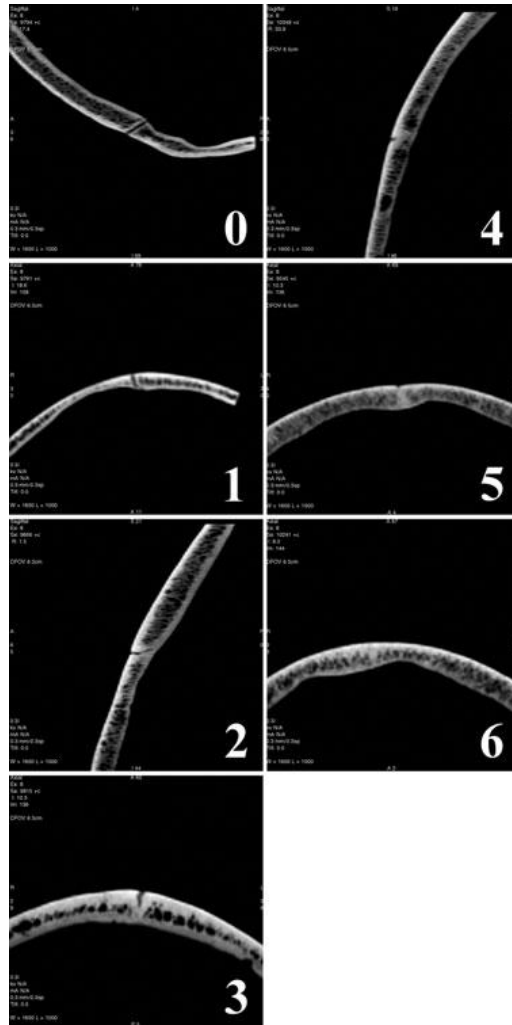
Image of the seven stages of ossification as seen when viewing the CT data with the Advantage Workstation (compare Table 1).
